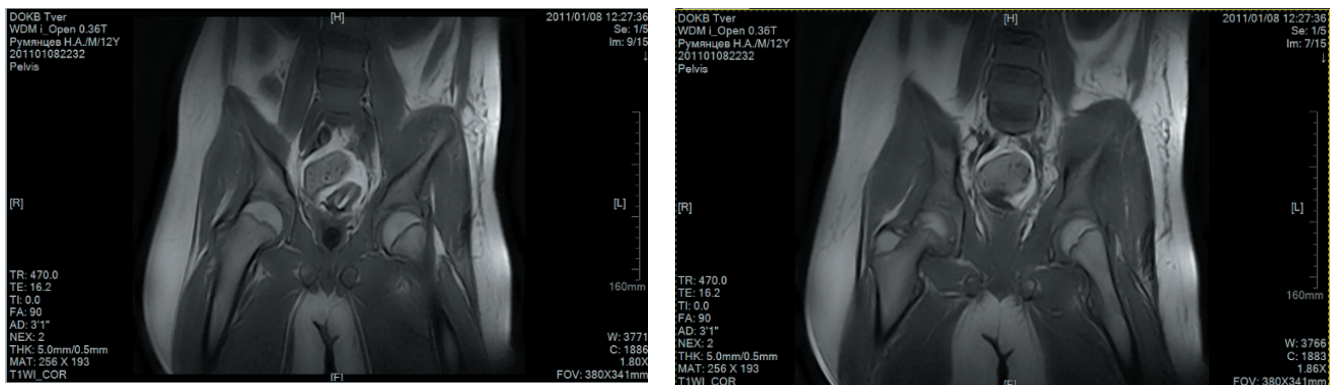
Томограммы (МРТ) тазобедренных суставов. Острый гематогенный остеомиелит левой подвздошной кости 7 сутки. МР-картина синовиита левого тазобедренного сустава, миозита
